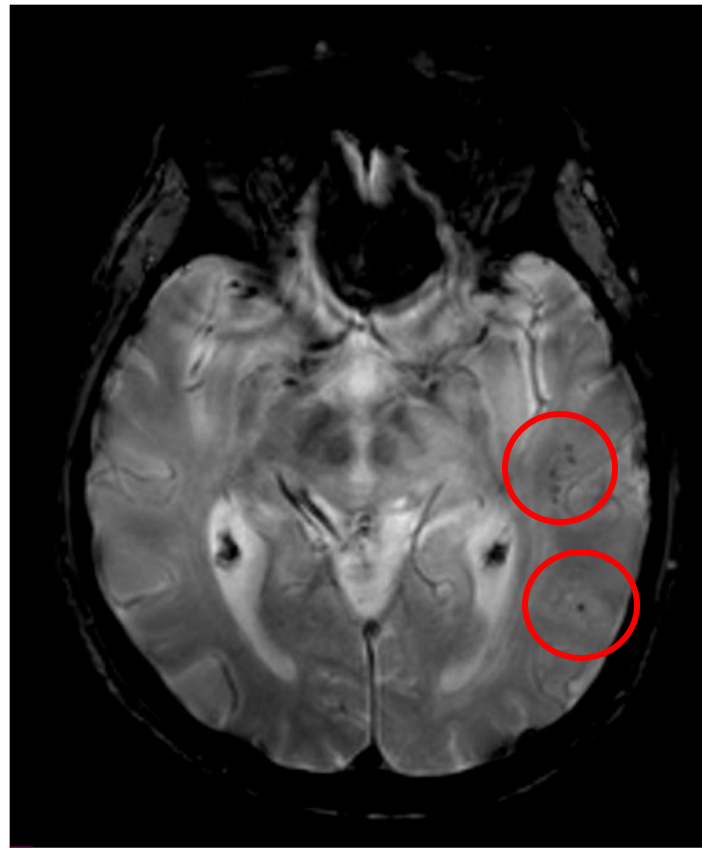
Images IRM : données internes
